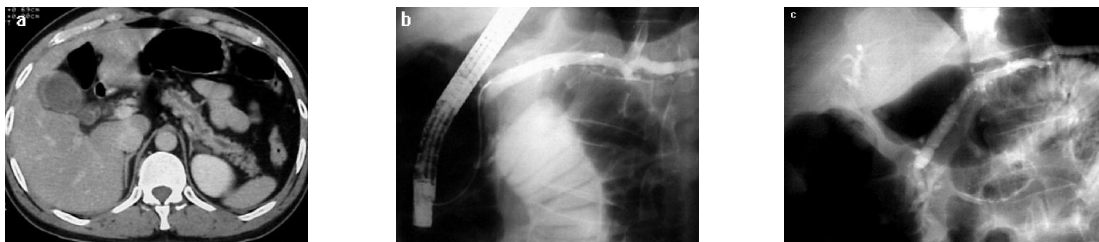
a. TAC con conducto pancreático dilatado. b. Exploración del conducto pancreático con canastilla de Dormia. c. Radiografía al finalizar la CPRE en la cual se muestra dilatación del conducto pancreático principal y cambios en sus ramas secundarias. El conducto biliar se ha drenado casi completamente.
